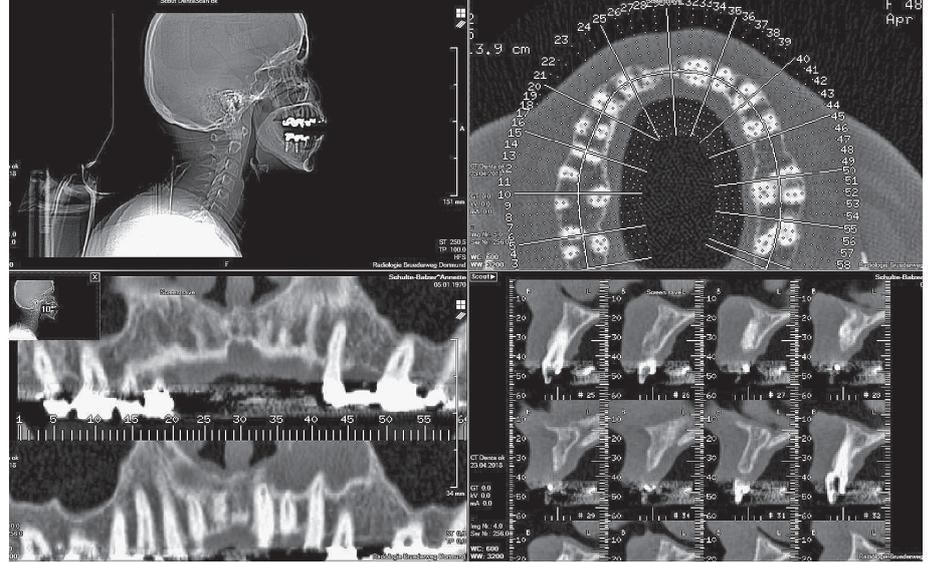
Dreidimensionale Röntgenaufnahme der Ausgangssituation.
